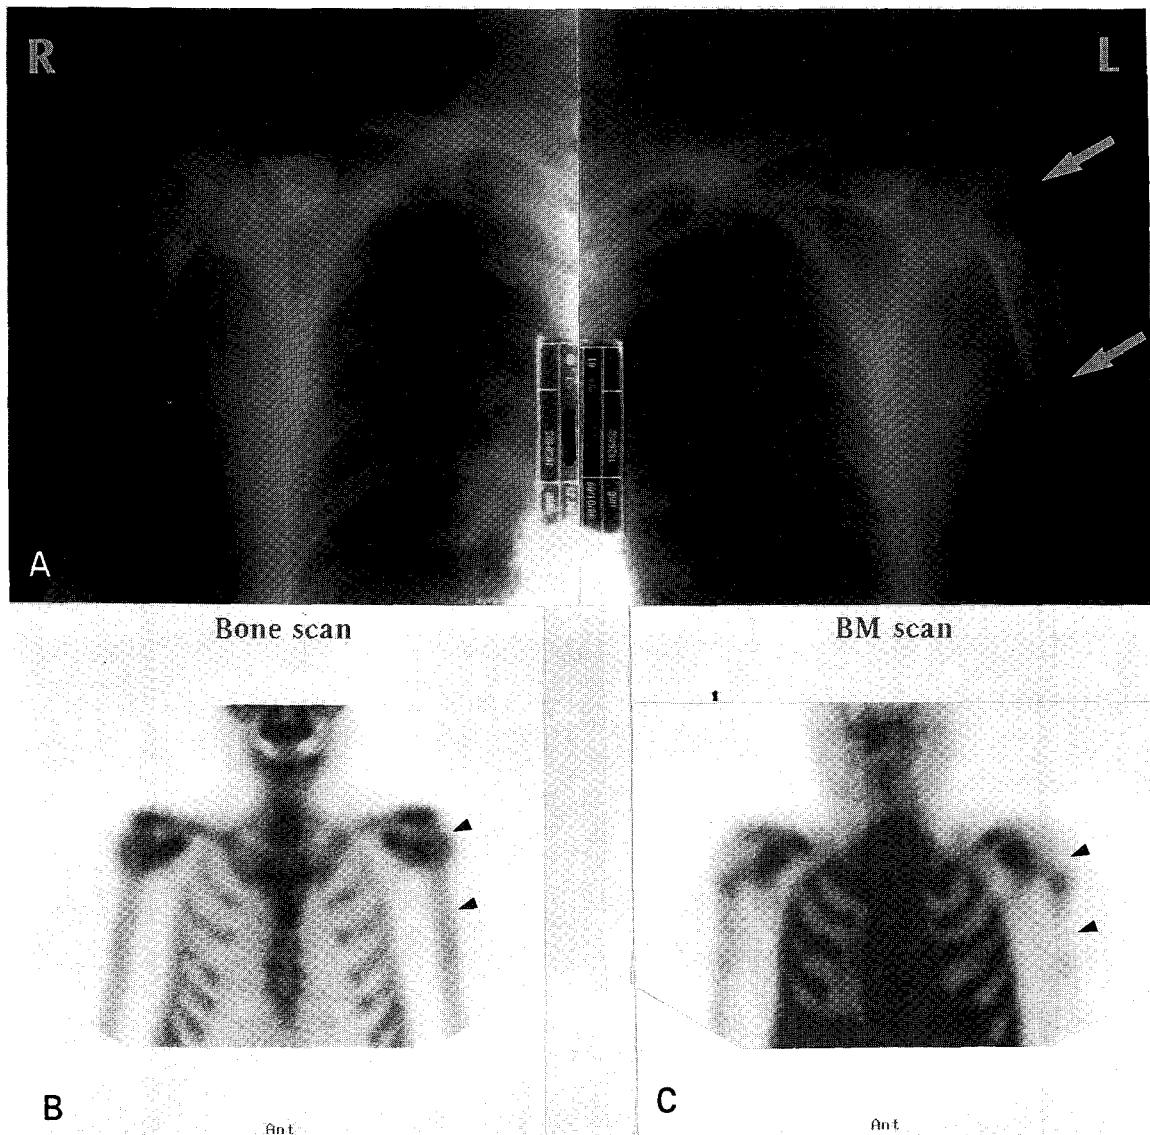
Case 2. 61-year old male (stage III). Fig 4A: Simple radiography revealed two osteolytic bone lesions in proximal humerus (white arrow). Fig 4B: Bone scan were essentially normal. Fig 4C: Bone marrow scan showed expansion of peripheral marrow (grade III: not shown here) and photon defects in proximal left humerus (arrow head: ◀).
